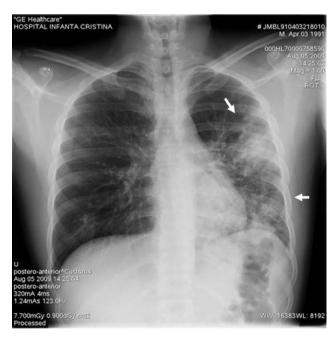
Radiografía de tórax inicial a la llegada del paciente a Urgencias.
